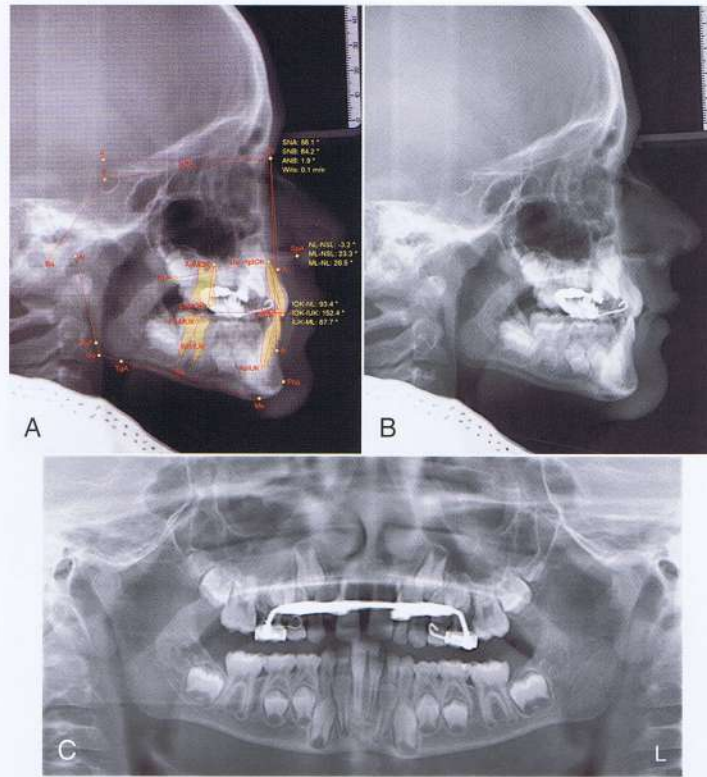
A y B, radiografías cefalométrica y (C) panorámica obtenidas después de 5 meses. La valoración Wits mejoró significativamente a 0.1-mm.
